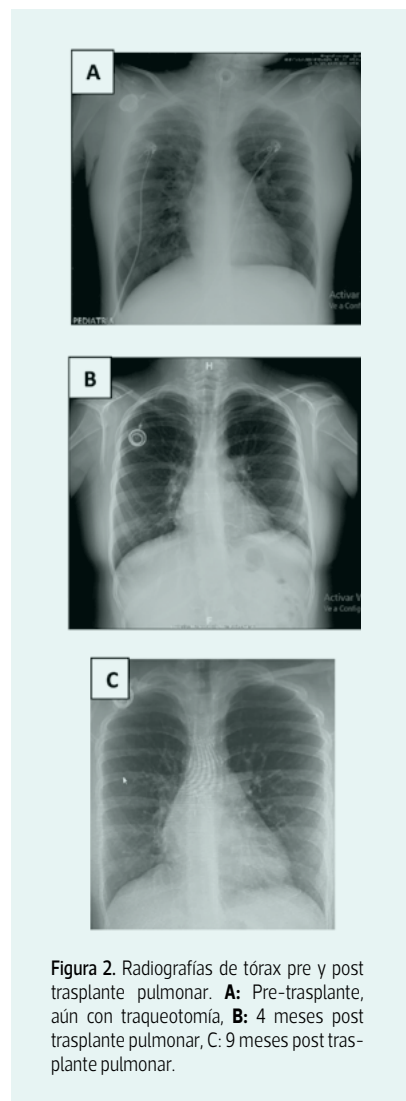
Radiografías de tórax pre y post trasplante pulmonar. A: Pre-trasplante, aún con traqueotomía, B: 4 meses post trasplante pulmonar, C: 9 meses post trasplante pulmonar.
